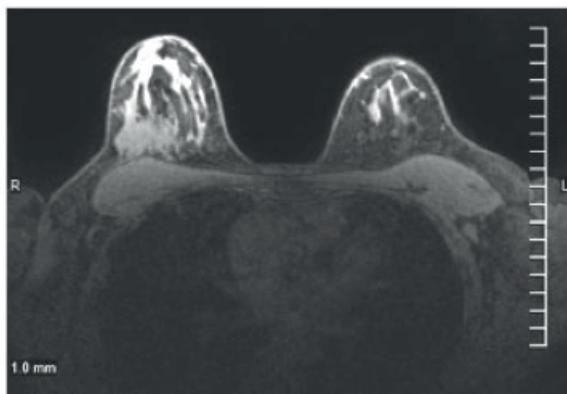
RM T1 con contraste.
